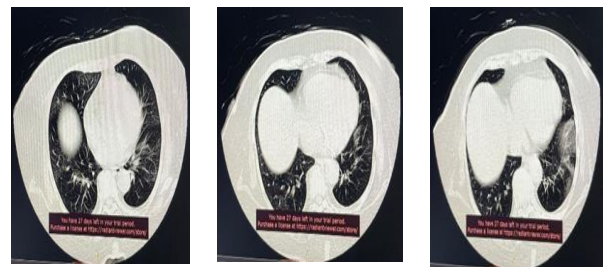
CT-Scan aksial dengan lung window
